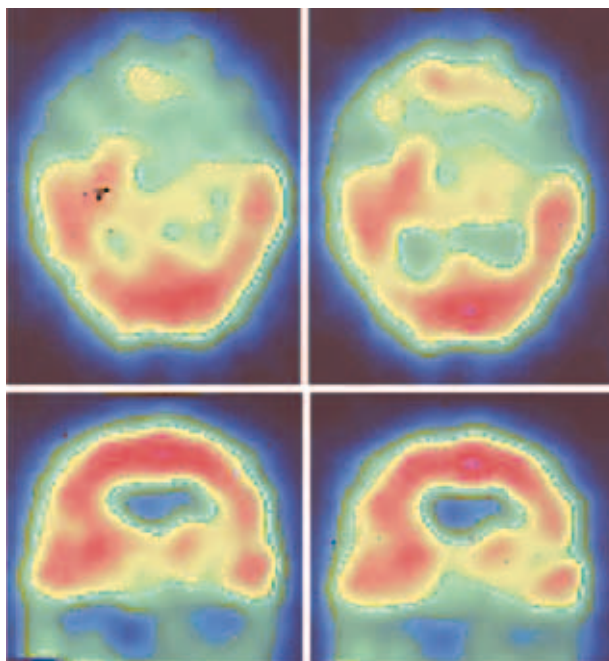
SPECT cerebral: realizado tras la desaparición de los síntomas, se puede apreciar zona de hipoperfusión parietotemporal izquierda, compatible con isquemia en dicha zona, que justificaría los síntomas clínicos
